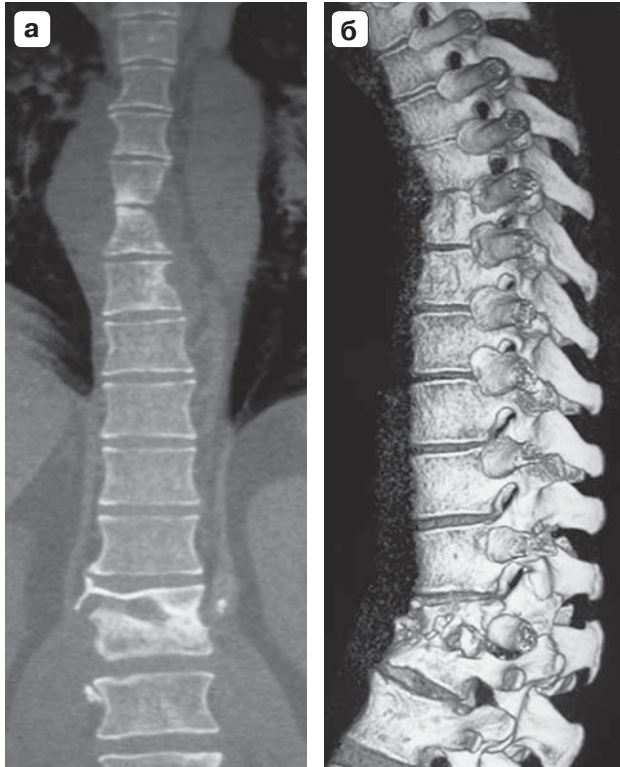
Компьютерные томограммы грудного отдела позвоночника. а – во фронтальной проекции (MIP реконструкция); б – в сагитальной проекции (3D-реконструкция). Многоуровневое поражение. Контактная деструкция смежных замыкательных пластин в сегментах Th_v–Th_{vi}, Th_{xii}–L_i, с формированием паравертебральных абсцессов.
